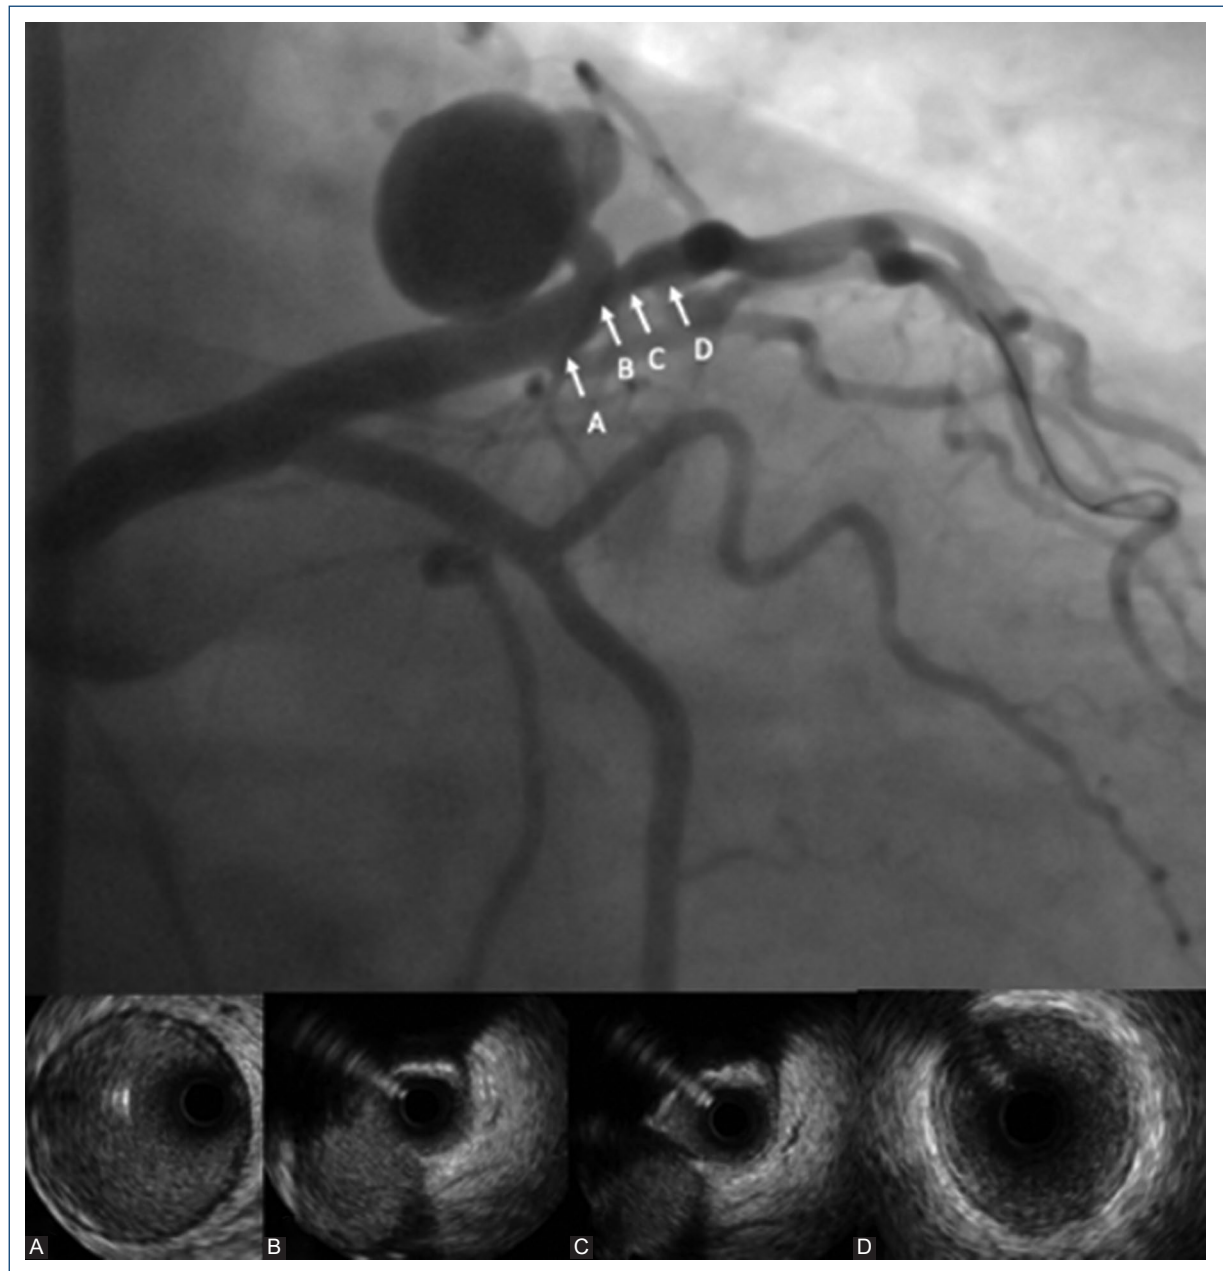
Coronariografía en la que se observa la fístula coronario-pulmonar en la porción media de la arteria descendente anterior. En la parte inferior se muestran imágenes de ultrasonido intravascular de la fístula, capturando la anatomía vascular en cortes transversales. A: porción previa a la formación de la fístula. B: segmento donde se observa el inicio de la fístula. C: estenosis posterior al sitio de fístula. D: porción distal de la arteria afectada.
